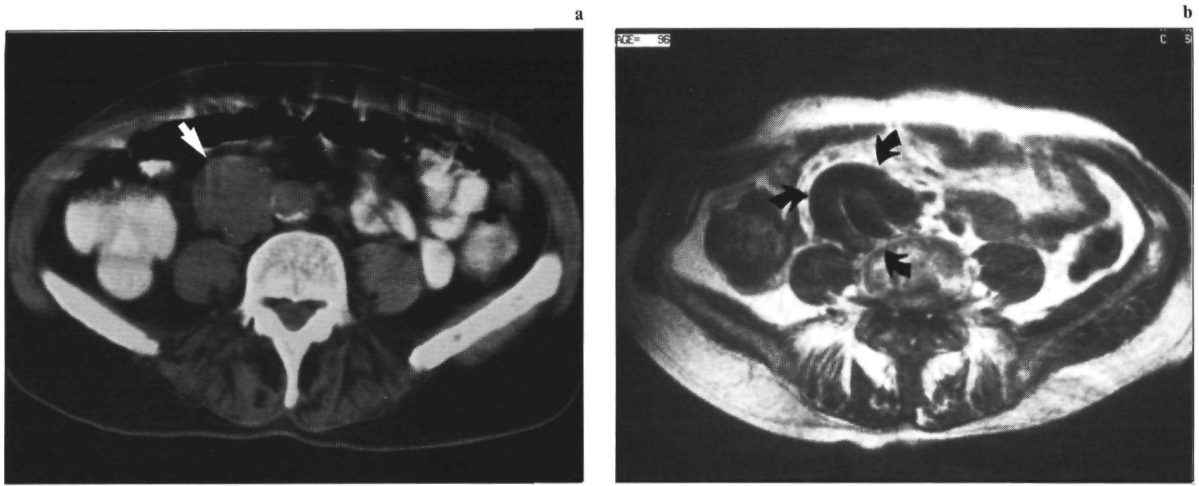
(a) Op de CT-scan is er verdenking op lymfkliermetastasen (pijl). (b) De transversale MRI-opname (1,5 T; SE/750/30/2) laat dankzij het 'flow-void' fenomeen zien, dat dit sterk geëlongeerde vaten zijn (pijlen).
